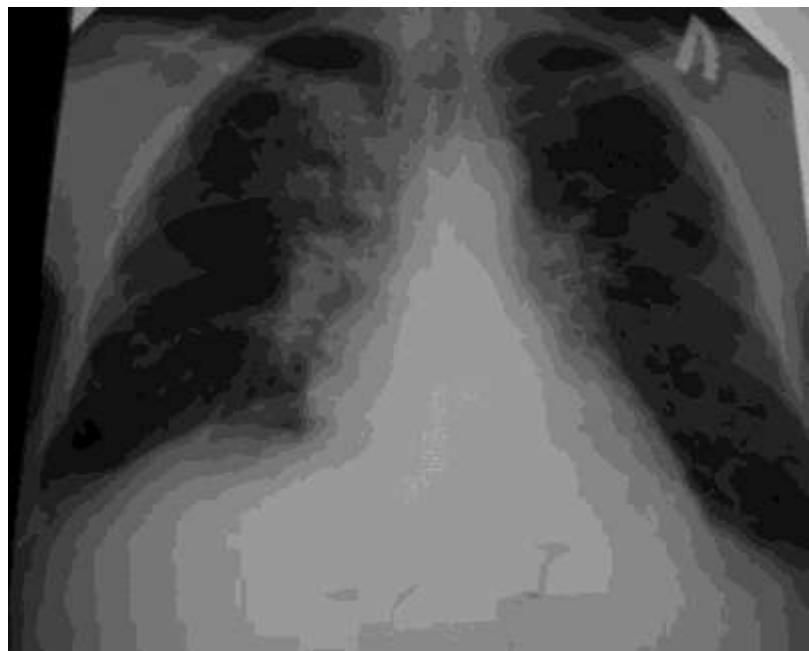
Рентгенограмма органов грудной клетки больного с ОРА
